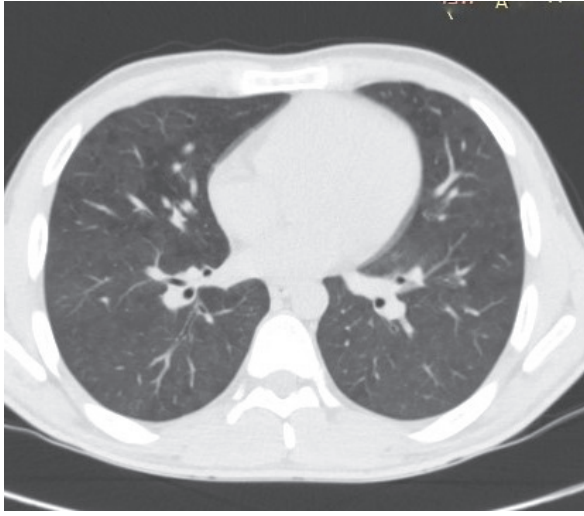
Hastanın toraks YÇBT kesitinde yaygın buzlu cam görünümü
